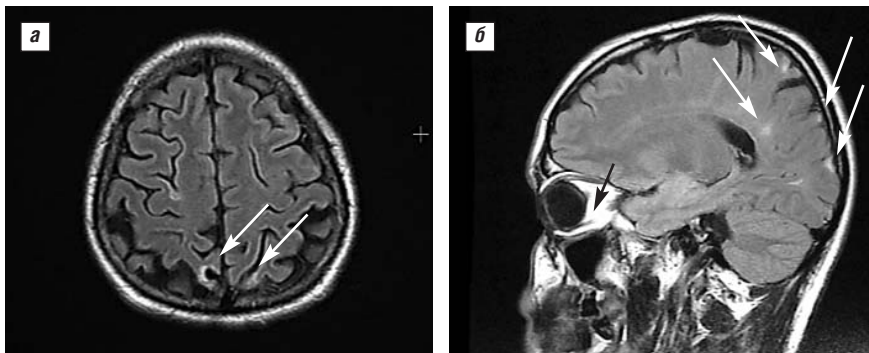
МРТ-изображение головного мозга пациента Б. Зоны очаговых изменений (стрелки) сосудистого генеза в веществе головного мозга. а – сагиттальная плоскость; б – фронтальная плоскость
